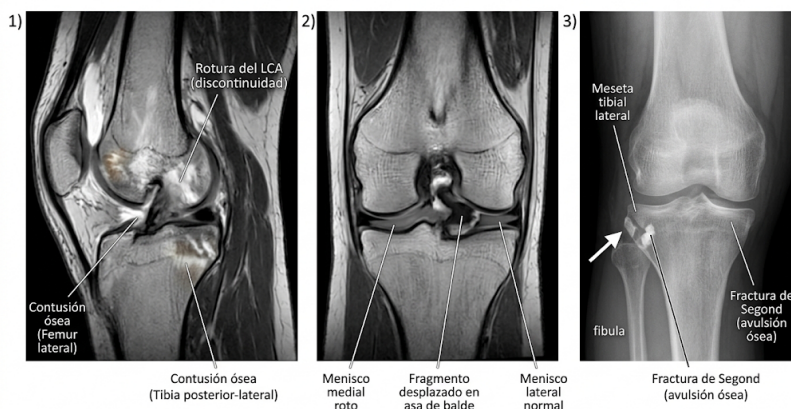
Hallazgos Clásicos en Resonancia Magnética
